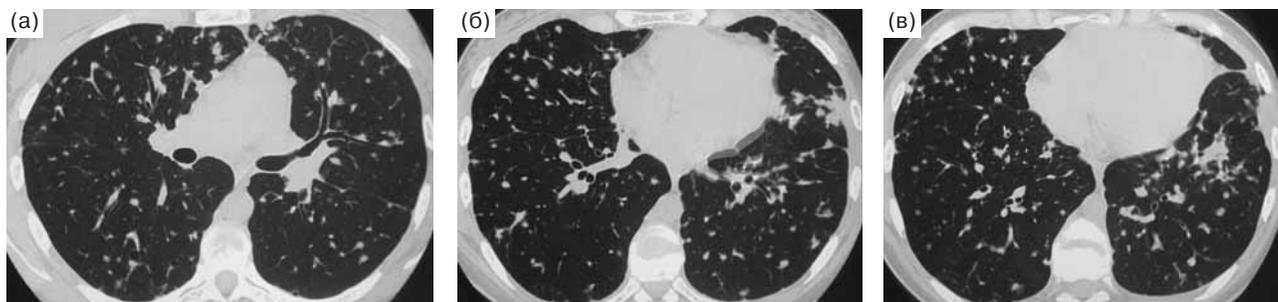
Фрагменты КТ легких (сентябрь 2008 г.) на уровне язычковых бронхов (а), нижних легочных вен (б) и базальных отделов легких (в).
